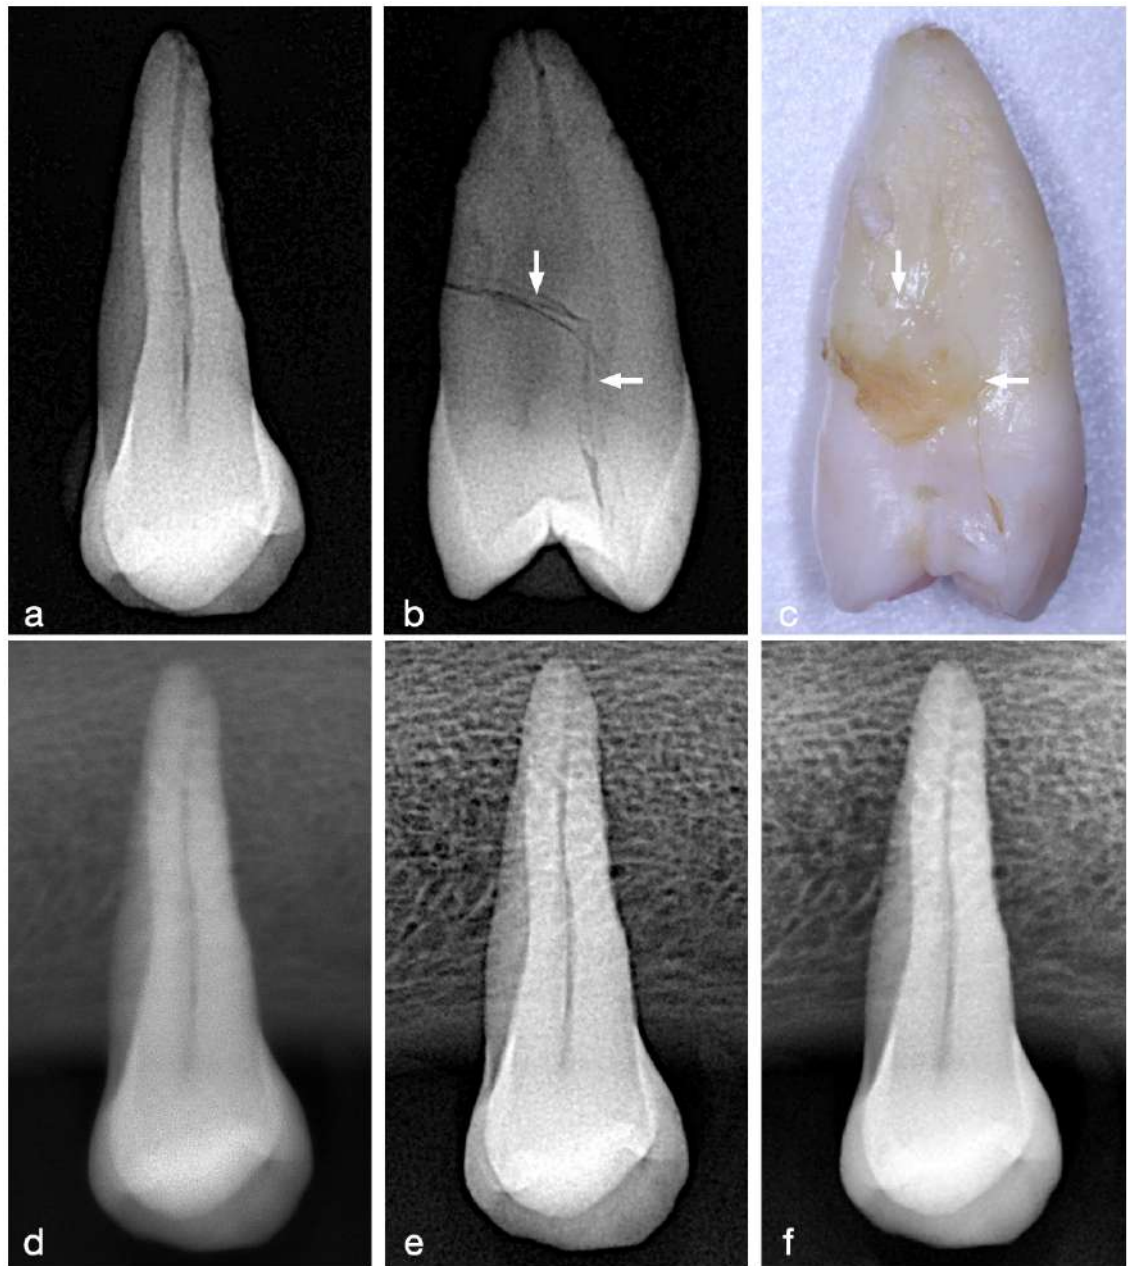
Ejemplo de órgano dental evaluado con fracturas: OD 14, con fracturas verticales y horizontales. a) Radiografía de control con angulación ortorradial. b) Radiografía de control con angulación distorradial, en la que se observan las líneas de fractura, tanto horizontales como verticales (flechas). c) Registro fotográfico macro del OD (con líneas de fractura visibles, indicadas con flechas). d) Radiografía periapical tomada con RVG Acteon. e) Radiografía periapical tomada con RVG Eighteeth. f) Radiografía periapical tomada con el RVG Woodpecker.
